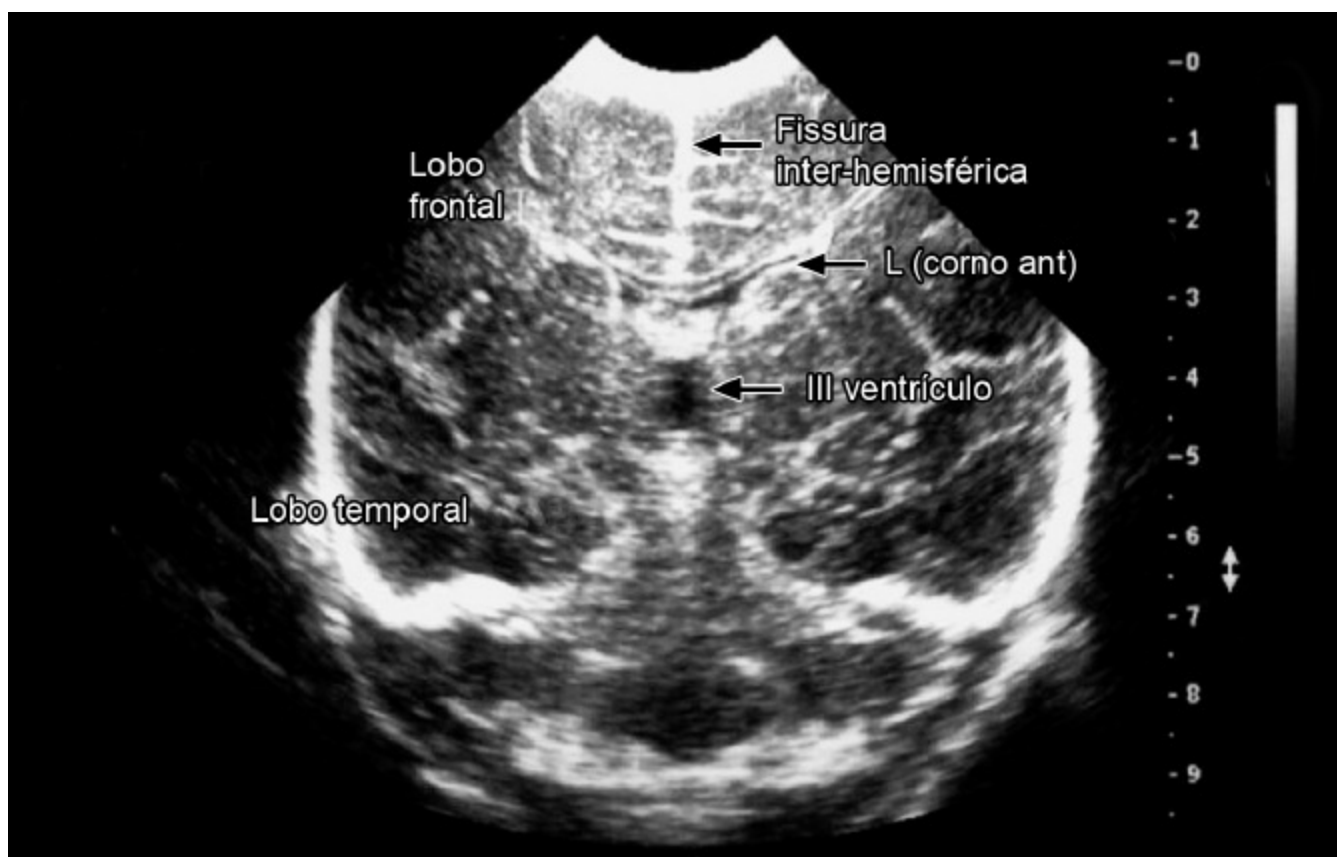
Ultrassonografia transfontanela em recém-nascido, em que é possível evidenciar grandes estruturas encefálicas, como lobos, ventrículos e fissuras, indicados na imagem. (Imagem cedida pela Dra. Glauce Medeiros, do Hospital Quinta D'Or.)
